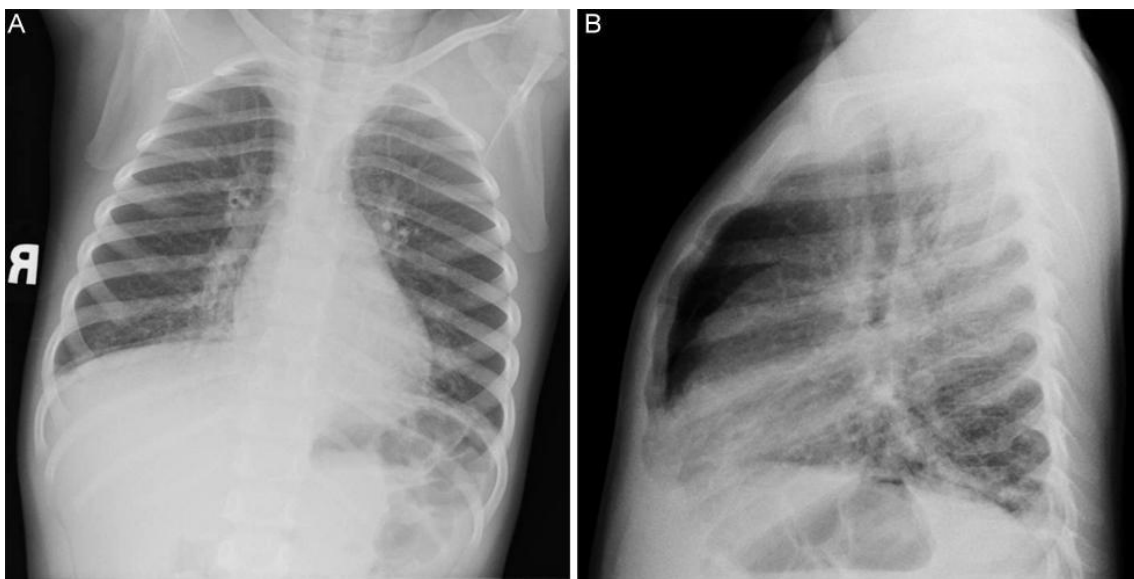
(A) Radiografía anteroposterior de un niño con presunta neumonía viral. (B) Radiografía lateral del mismo niño con presunta neumonía viral.
